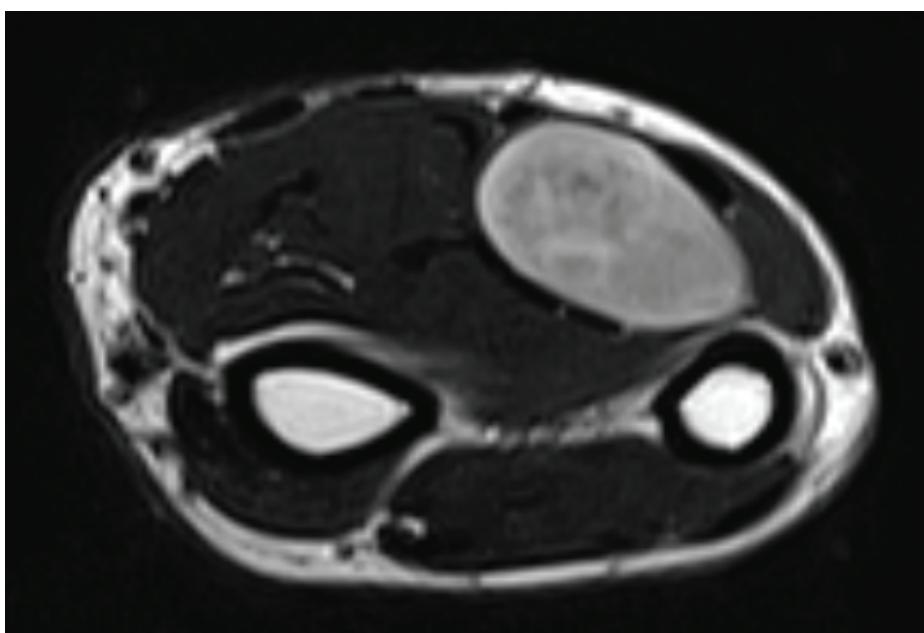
Coronal view MRI showing soft tissue lesion (T2 sequence).
